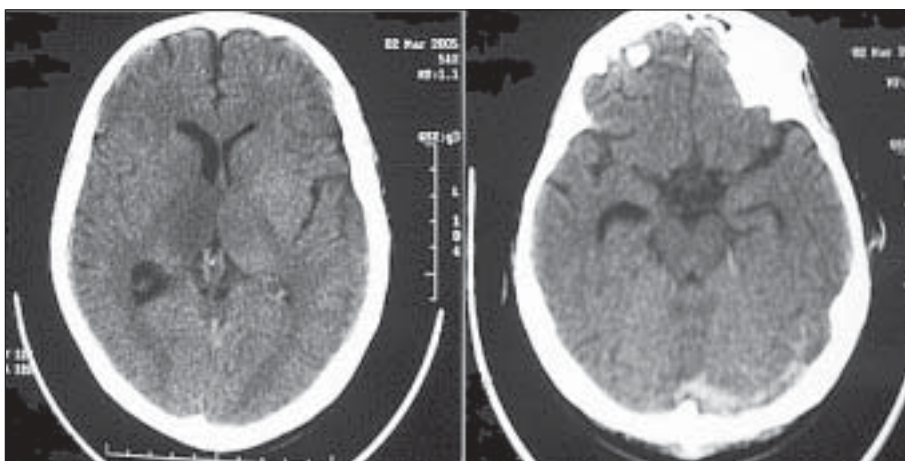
TAC cerebral que muestra lesión hipodensa que compromete el área talámica derecha, seno venoso espontáneamente hiperdenso en área basilar y lateral izquierdo y asimetría de sistema ventricular con dilatación del cuerno temporal derecho.
